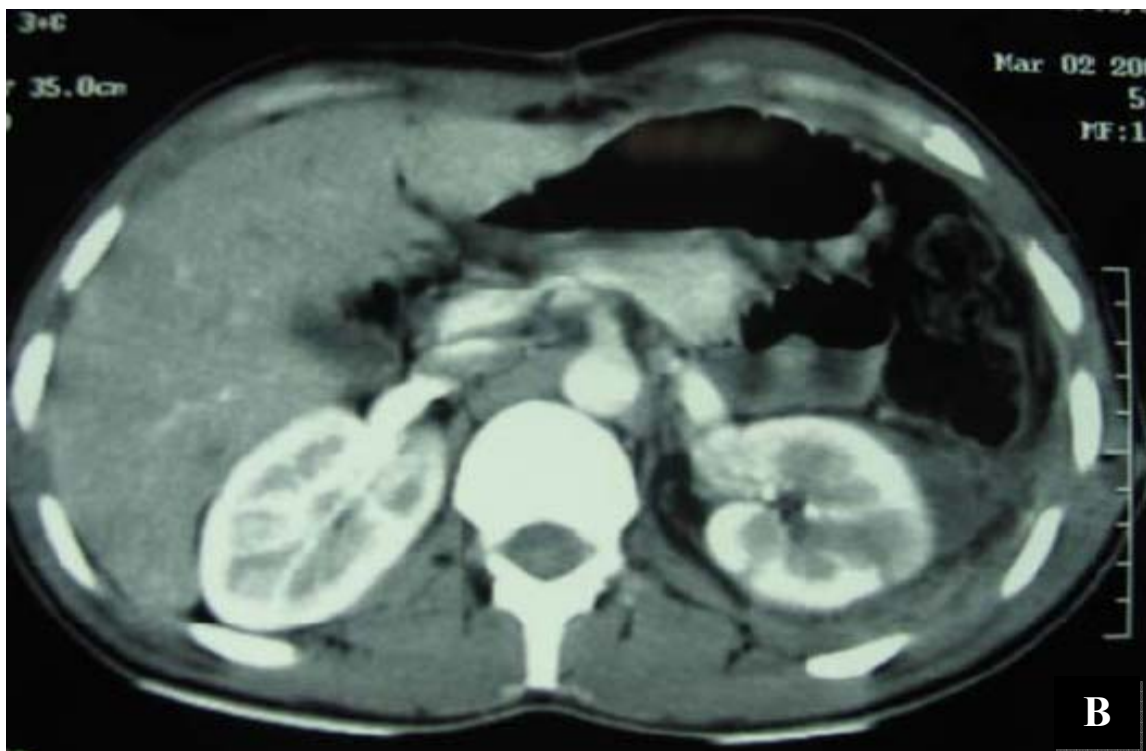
(B) : TDM de contrôle à J30. Cicatrisation du parenchyme rénal.
